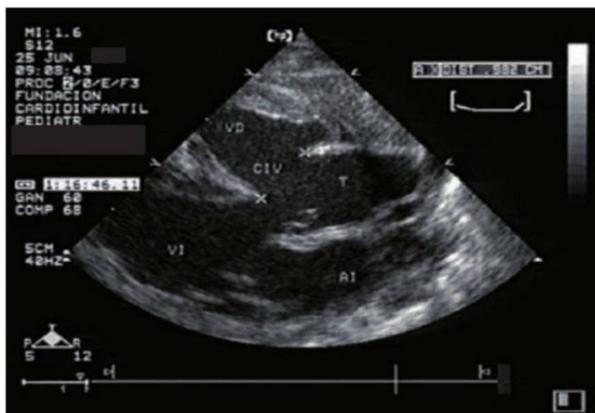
Ecocardiograma. Éste es un corte en eje largo en el que se puede ver a la izquierda de la figura la punta del corazón, con el ventrículo izquierdo (VI) posterior y el ventrículo derecho (VD) anterior, con un vaso único (T) que cabalga los dos ventrículos con una CIV por debajo de la válvula truncal.
